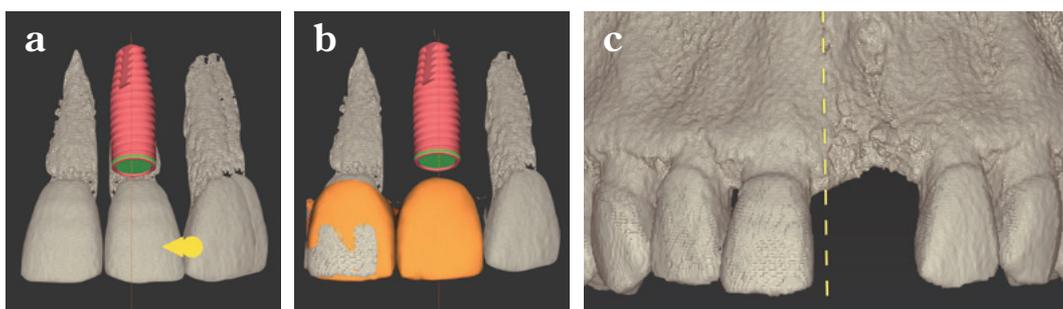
CAD設計とCTによるデータの重ね合わせ画像
